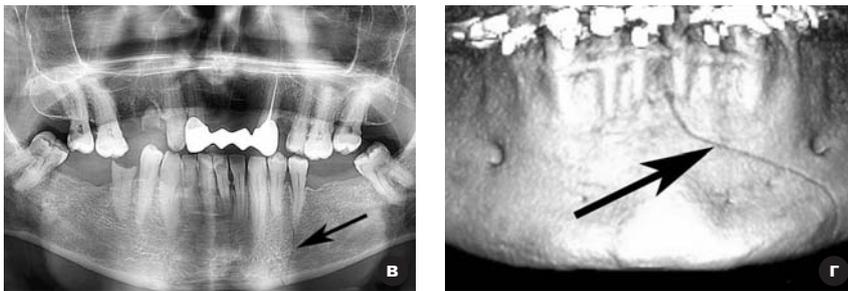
Рентгенограммы больных с односторонними переломами нижней челюсти в ментальном отделе (а, б, в). Компьютерная томограмма ментального перелома нижней челюсти в 3D-изображении.
